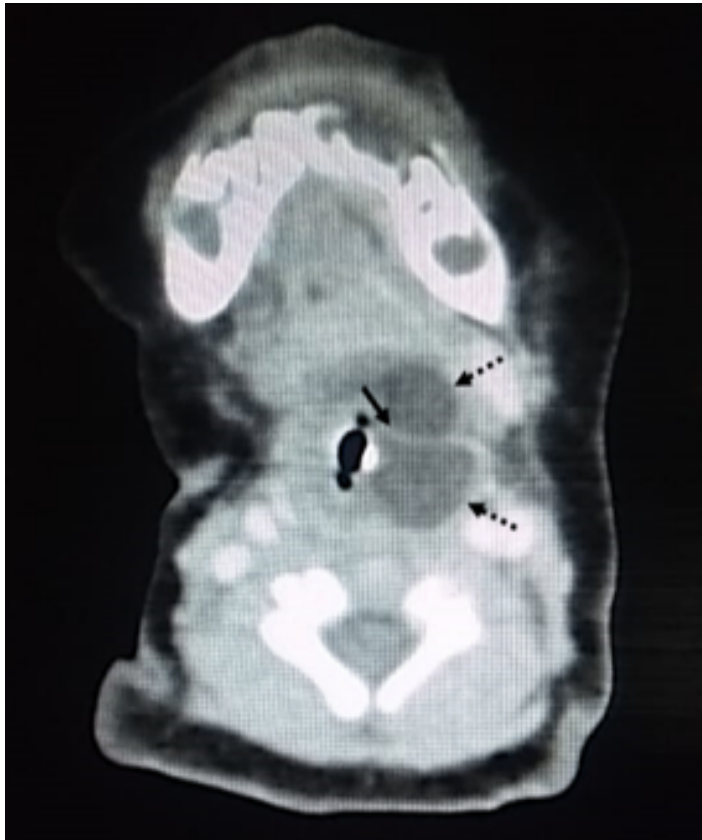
Muestra la tomografía axial contrastada de cuello. Donde en la topografía del espacio faringo-mucoso izquierdo se observa una imagen bilobulada (flechas negras discontinuas), hipodensa con presencia de septo fino en su interior (flecha negra), densidad de 10 UH (Unidades Hounsfield), la cual no refuerza con la administración del medio de contraste.
